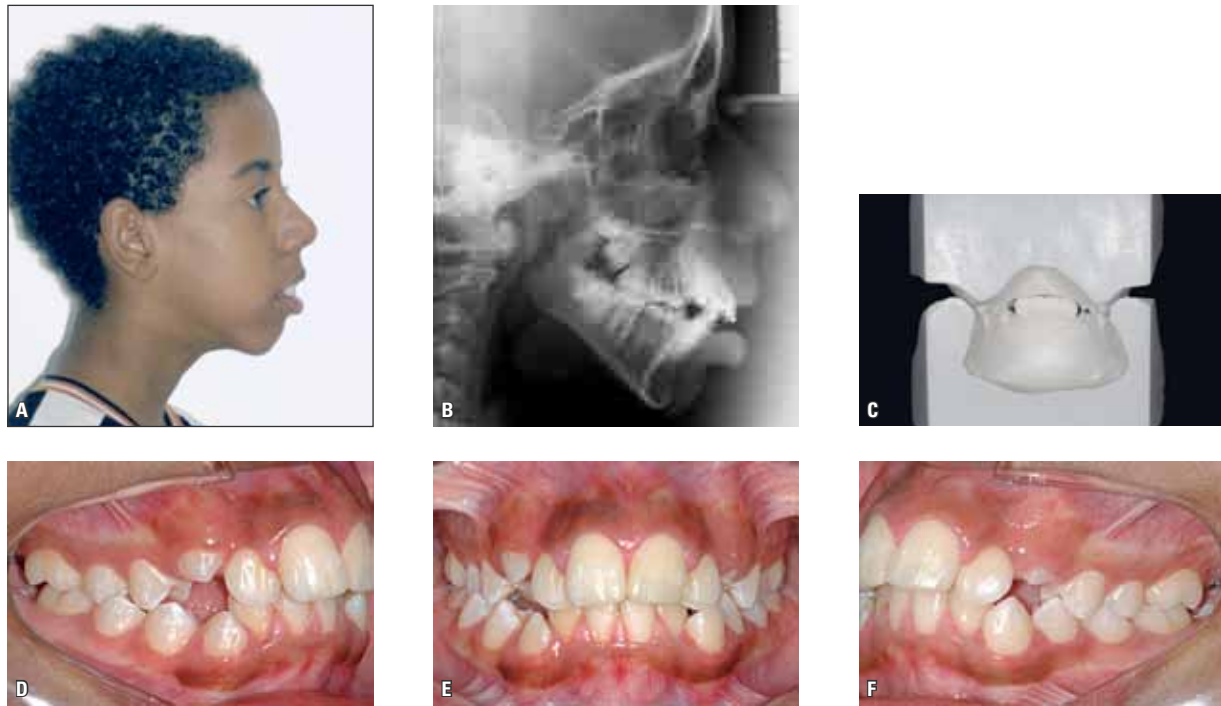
Fotografia de perfil (A), radiografia cefalométrica (B), modelos de gesso (C) e fotografias intrabucais (D, E e F) de paciente portador de padrão facial hiperdivergente (SNGoGn=49°), apresentando sobremordida exagerada, que pode ser notada mais claramente na vista posterior dos modelos de gesso em oclusão. Os incisivos inferiores tocam no palato, buscando contato oclusal, já que não há nenhuma estrutura impedindo sua erupção.
